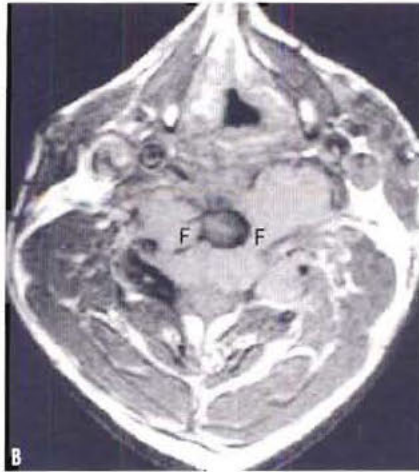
Neurofibromatose. (A) L'IRM sagittale montre que la tumeur (T) a érodé l'os et entraîné un tassement vertébral, responsable d'une compression médullaire. (B) L'IRM axiale montre que cette volumineuse tumeur s'est étendue dans les foramina intervertébraux qu'elle a érodés (F).
